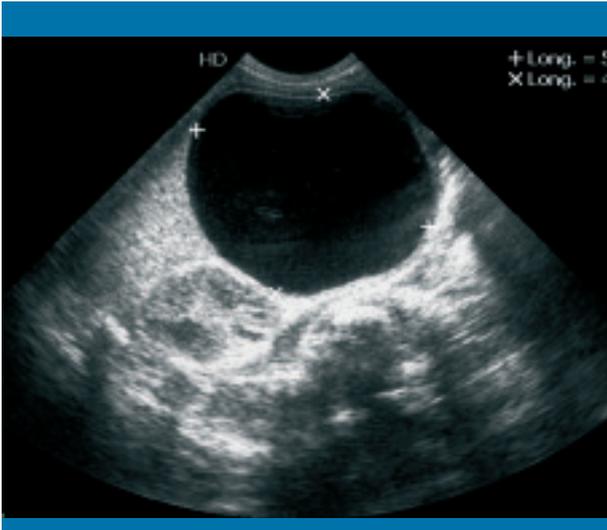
La ecografía abdominal muestra una masa suprahepática, de paredes finas y lisas, aspecto quístico y avascular, de 6 × 6 cm, en región antrogástrica
